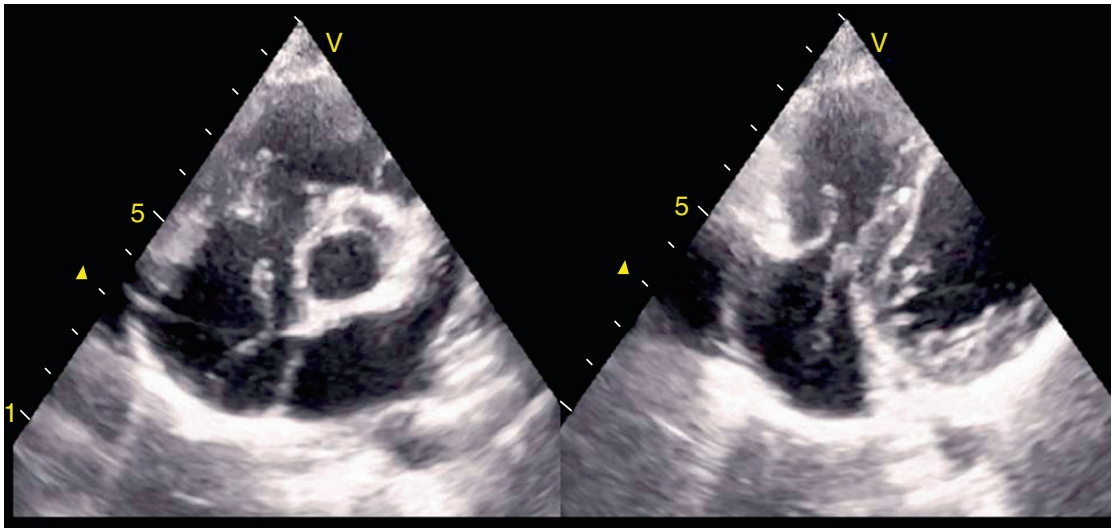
Ecografía bidimensional en el plano de grandes vasos, en la que se aprecia la red de Chiari en la aurícula derecha con un movimiento hacia el plano valvular tricuspídeo.
